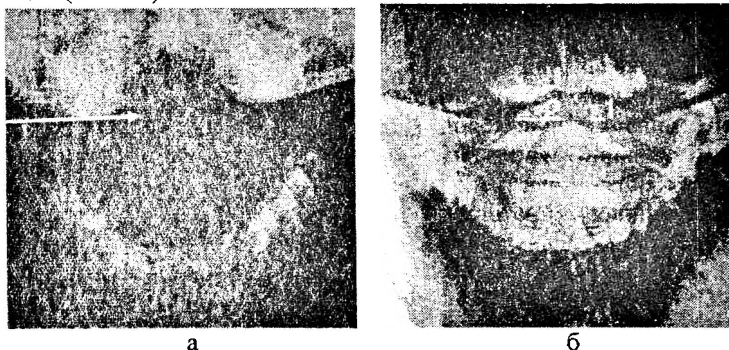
Рентгенограмма шейного отдела позвоночника, выполненная через открытый рот. Асимметрия между зубом 1 шейного позвонка и боковыми массами 2 позвонка:
